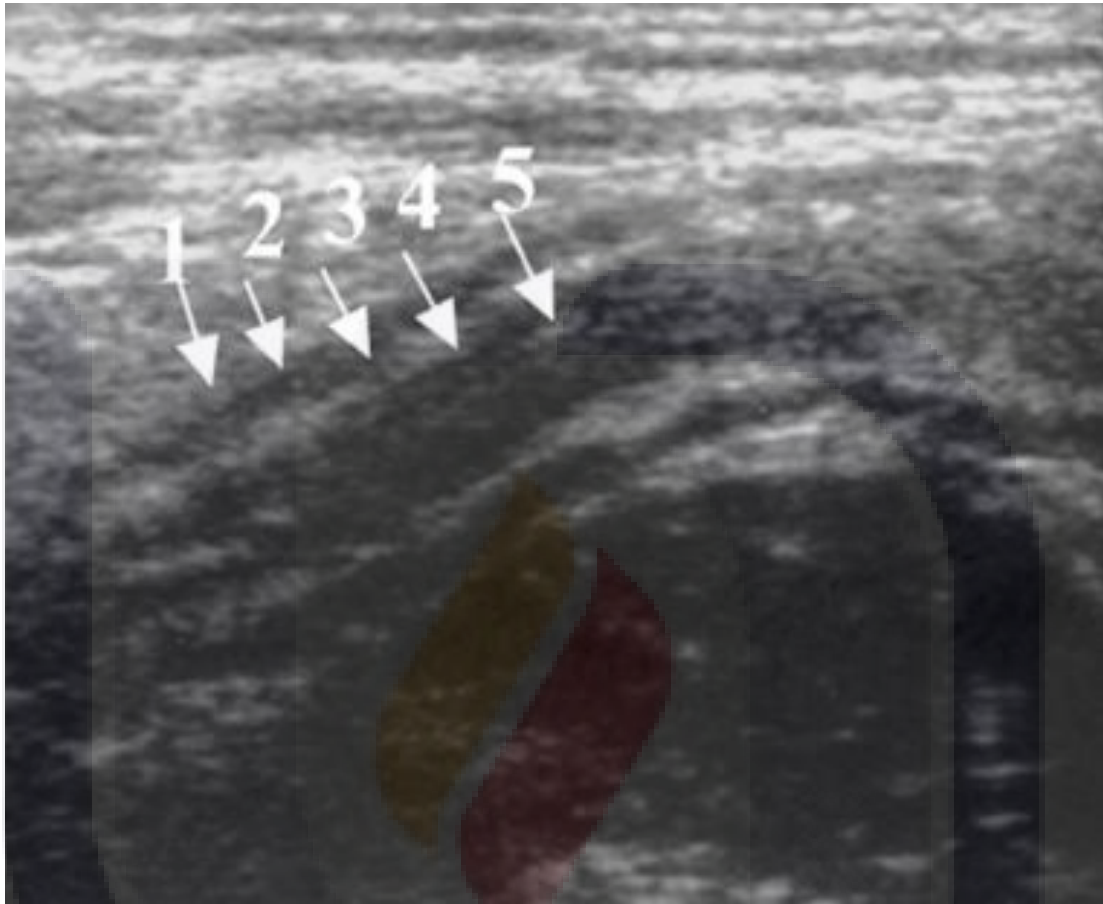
Ultrasonido abdominal, corte longitudinal, de una apendicitis supurativa en un paciente de 15 años de edad que muestra una estructura tubular, aperistáltica, no compresible y el aspecto laminado de las diferentes capas en la pared apendicular (flechas). 1.Serosa, 2. Muscular. 3. Submucosa. 4. Muscular propia. 5. Mucosa.
